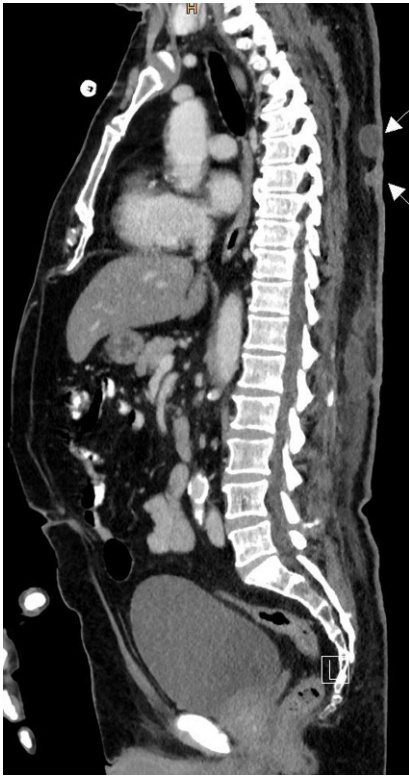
▲ Multi-Detector-CT (MDCT) vom Juli 2015 nach i. v.-KM-Gabe, sagittale Reformation: Beide epidermale Zysten werden sichtbar, nur spärliches Kapsel-Enhancement
